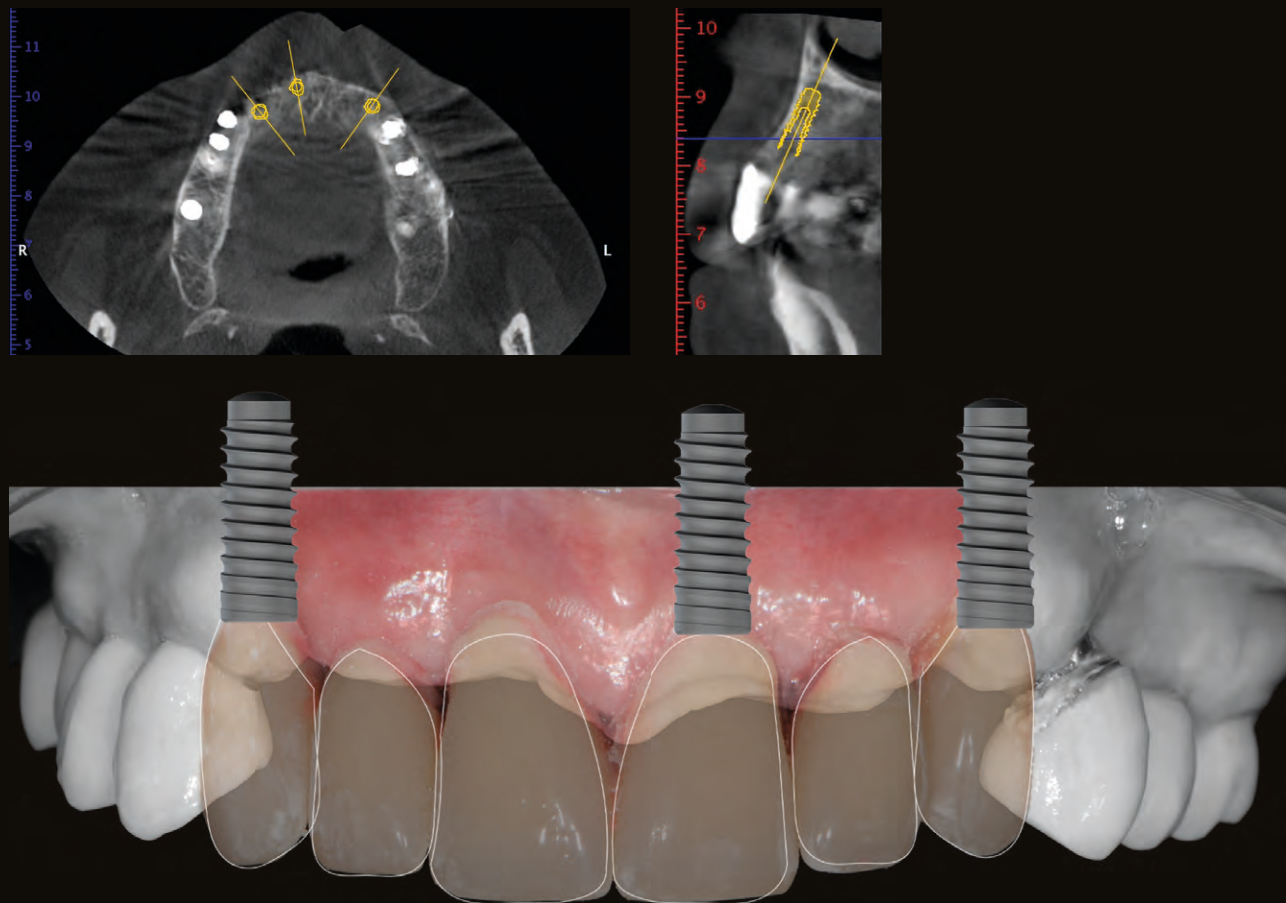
Situazione clinica e radiografica iniziale.
